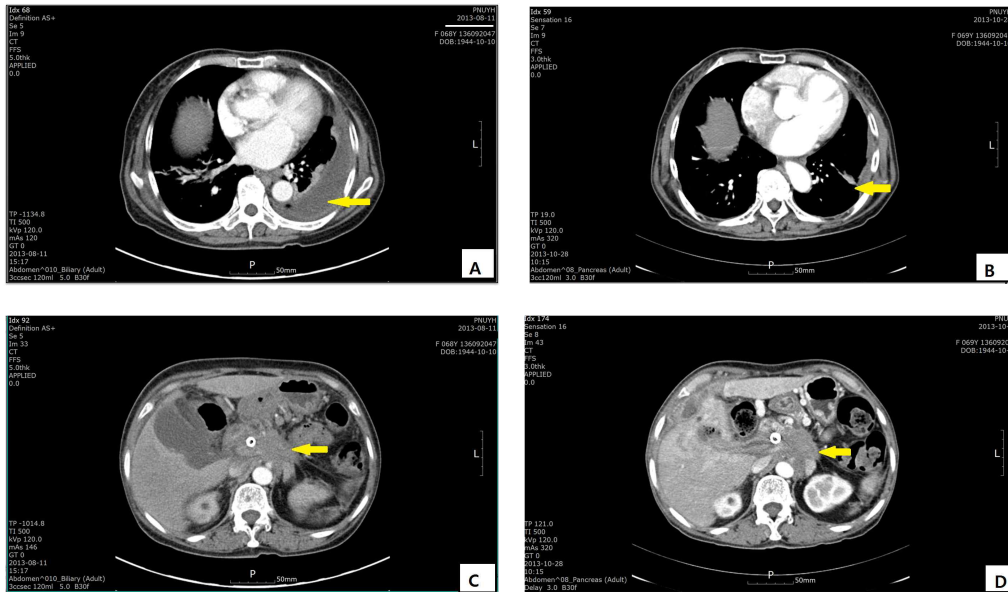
Computed Tomography : A, C (2013.8.11) B, D (2013.10.28)
